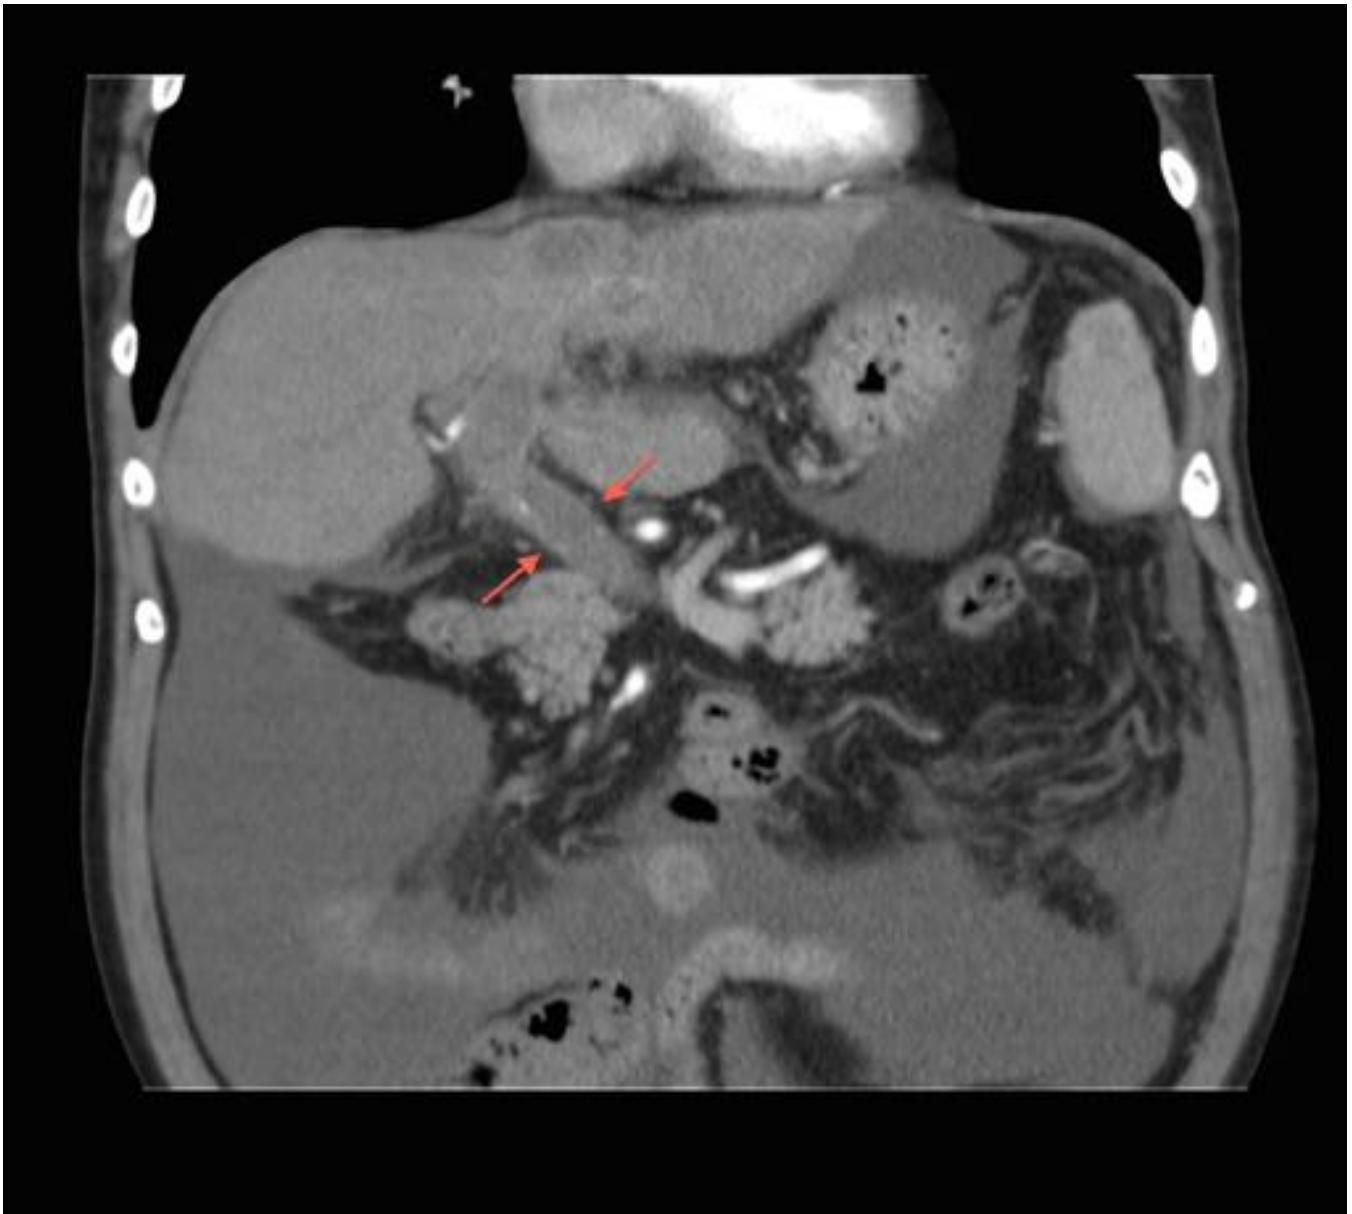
Mismo caso que la figura 1. TC abdomino-pélvico con contraste EV. Dilatación de algunos radicales biliares en segmento VIII.
